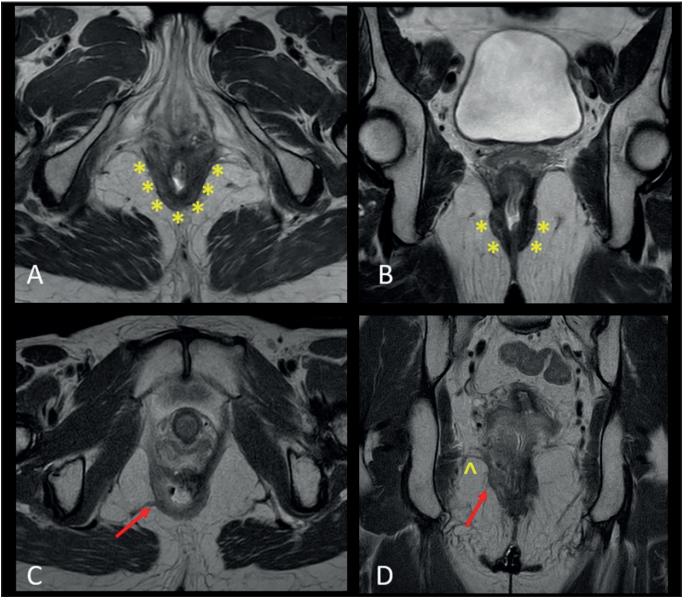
RM de pelvis en secuencia T2. Control a tres meses (A, B) y a cinco meses (C, D) posterior a quimiorradioterapia. Corte axial (A) y coronal (B) con ausencia de focos de engrosamiento tumoral del canal anal (*) más cambios posactínicos pelvianos. C y D corte axial y coronal, engrosamiento neoplásico posterolateral derecho del tercio superior del canal anal (flecha), no visible en control previo (A, B) y compromiso del músculo elevador de ano derecho (^).
